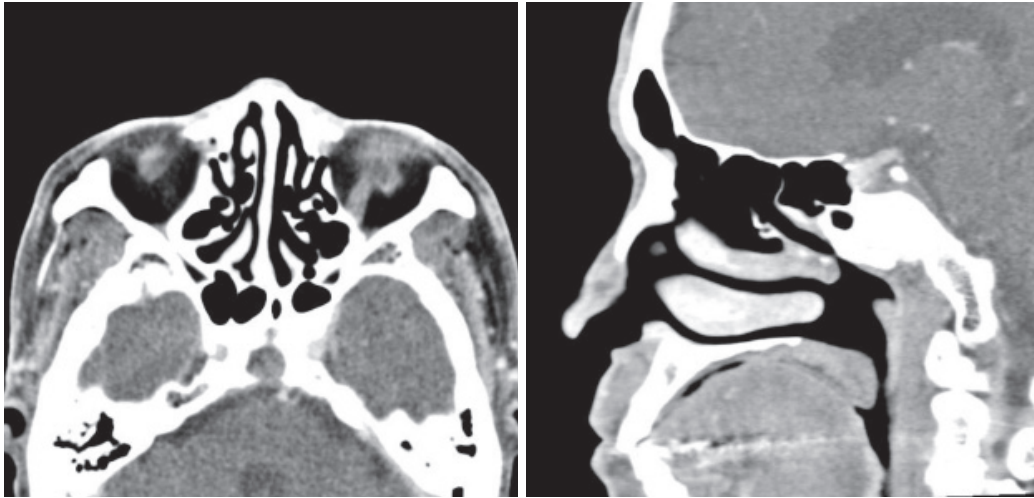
Temporal bone computed tomography (Temporal bone CT). There is an about 18×14×17 mm sized osteolytic mass in the clivus. The superior and posterior bony walls of the mass are destroyed and the soft tissue mass is in direct contact with intracranial structures. Possibility of bone metastasis, plasmacytoma, or chordoma cannot be excluded.
